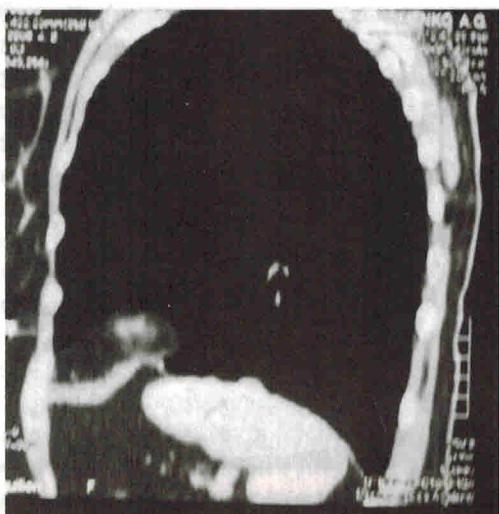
КТ легких больной К. от марта 2006 г.
